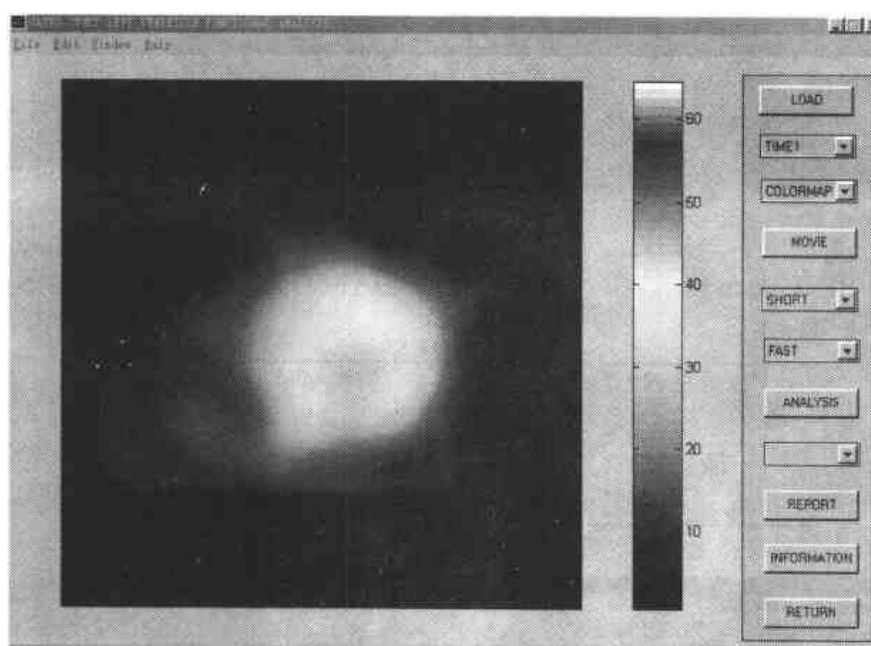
门控 SPECT 心肌灌注左心室室壁运动（短轴断层图像）的动画显示
